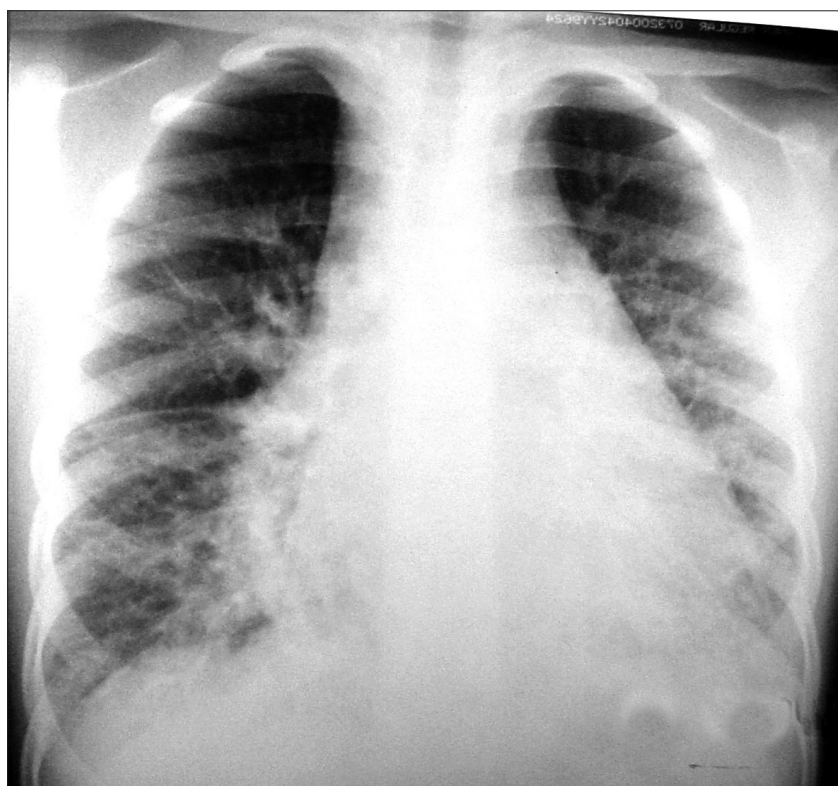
Radiografia de tórax com infiltrado intersticial difuso bilateral e linhas B de Kerley.
